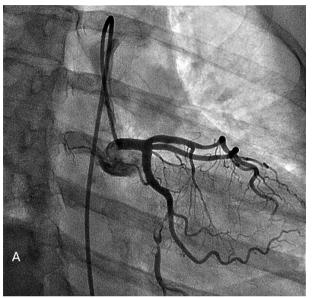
Коронарограмма пациента с ОКС с элевацией сегмента ST через 120 мин от начала симптомов. А – ангиограмма пациента во время проведения диагностической коронарографии перед проведением стентирования. Б – ангиограмма пациента после проведения стентирования в среднем сегменте правой венечной артерии с восстановленным дистальным кровотоком (ТІМІ-3) и восстановленной тканевой перфузией (по данным ангиографии BLUSH-3).
